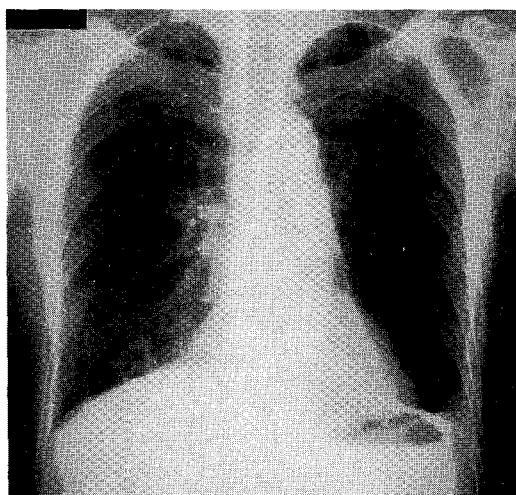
The follow-up chest radiograph twenty months after surgery showed no evidence of recurrence of the tumor.
